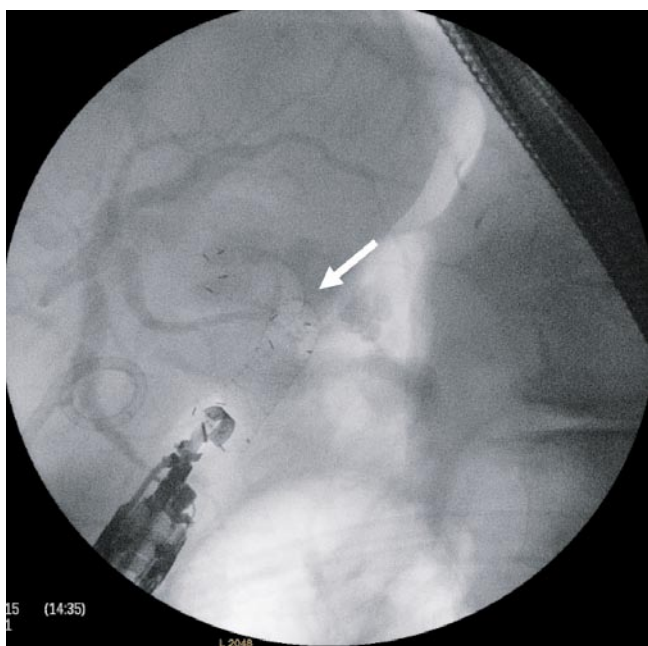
Рентгенограмма после раскрытия стента (стрелка указывает на «талию» стента в области холедоходуоденального соустья)
